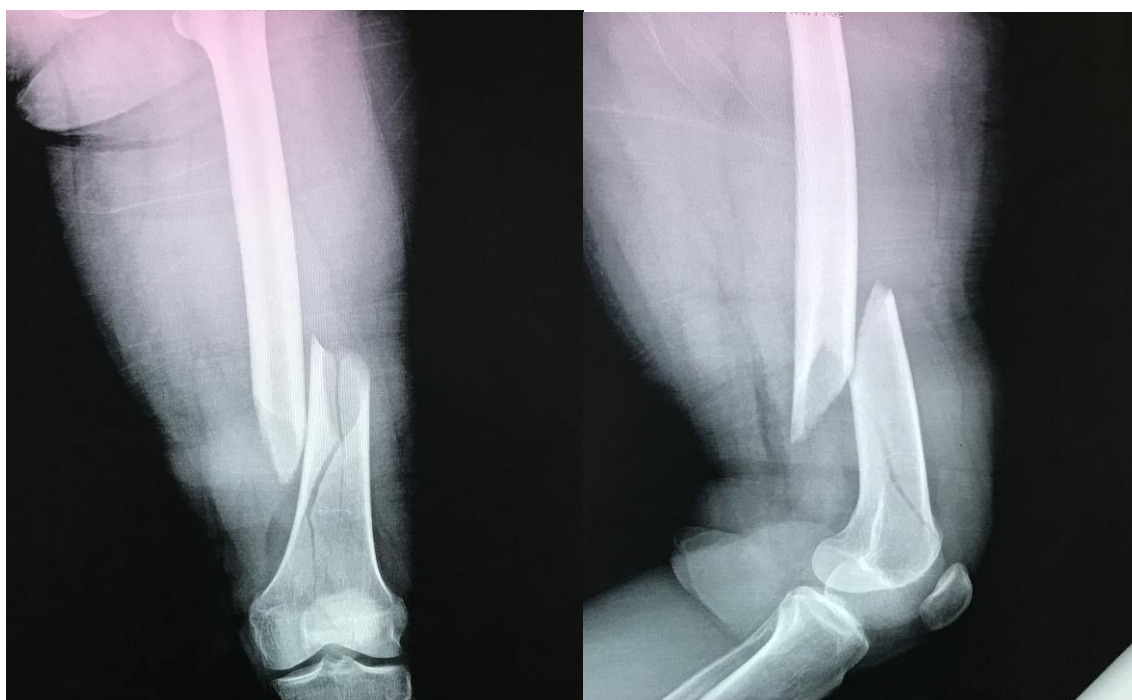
radiographie de face et de profil d'admission montrant une fracture type IV de sofctot a trait oblique court. (Service de traumatologie et orthopédie A ,chu hassan II fes).
